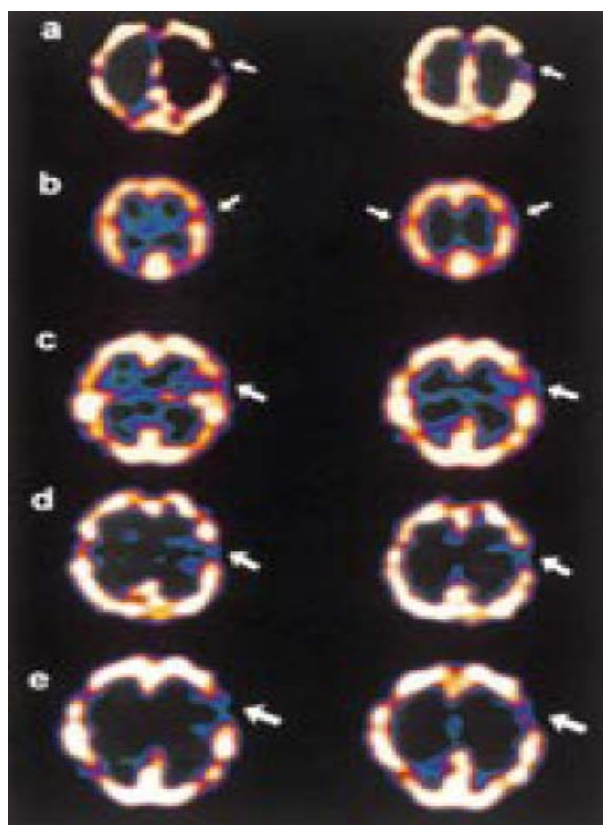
Imagini SPECT a cinci pacienți cu tulburări de conversie: a) Cazul 1, perfuzie scăzută în lobul parietal stâng; b) Cazul 2, perfuzie scăzută în lobul temporal bilateral; c) Cazul 3, perfuzie scăzută în lobule temporal stâng; d) Cazul 4, perfuzie scăzută în lobii temporal și parietal stângi; e) Cazul 5, perfuzie scăzută în lobul temporal stâng. Săgețile indică ariile cu perfuzie mică.
